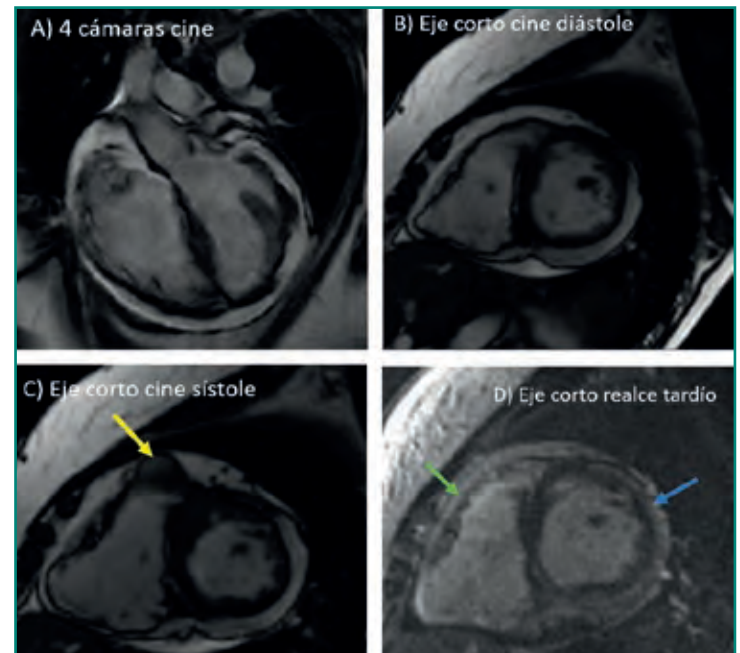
RM en varón de 52 años con sospecha de DAVD. Hay dilatación del VD, con adelgazamiento de la pared y alteraciones de la contractilidad segmentaria (en C se aprecia un aneurisma anterior). En la secuencia de realce tardío hay realce no isquémico epicárdico en la cara lateral del VI (flecha azul) y más dudoso en la pared libre del VD (flecha verde). Cumple criterios de DAVD.
